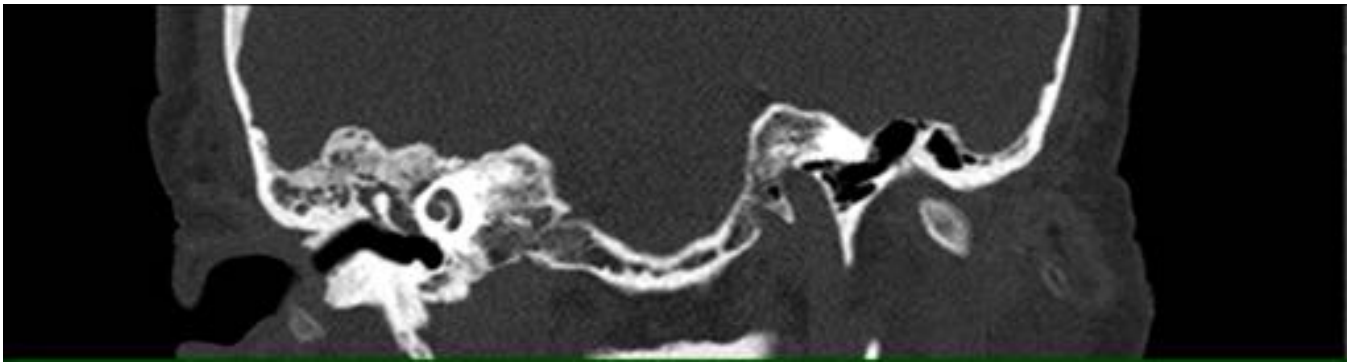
Caso 1. TC corte axial. Lesión ósea esclerosa en el tegmen timpani derecho.
